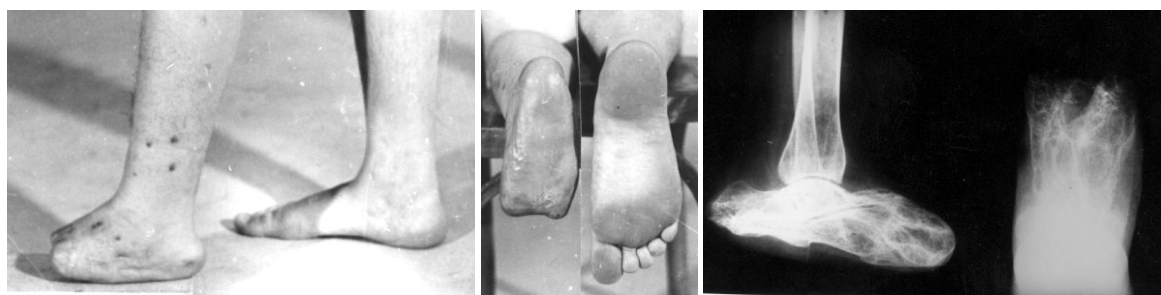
Фото и рентгенограмма больной Г. после лечения.
